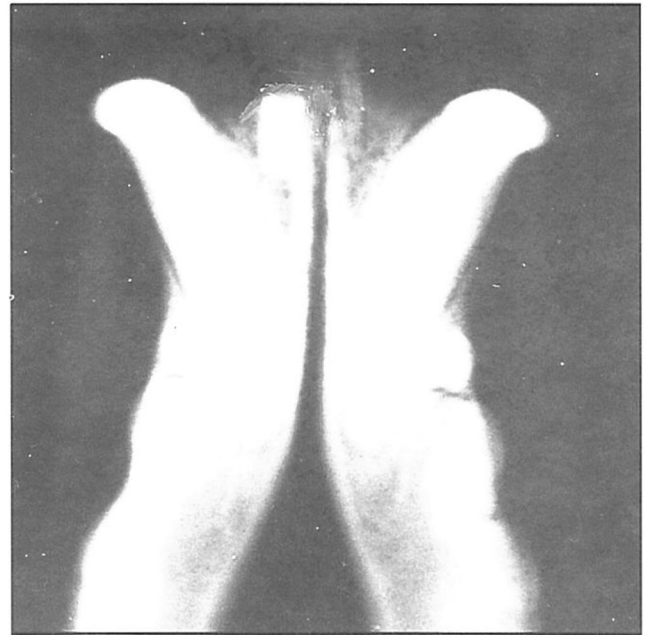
Radiografía extraoral, oblicua craneocaudal, a los 110 días de posicionado el implante inmediato. Radiopacidad periimplantaria, incluso, recubriendo la porción oclusal del implante.*
